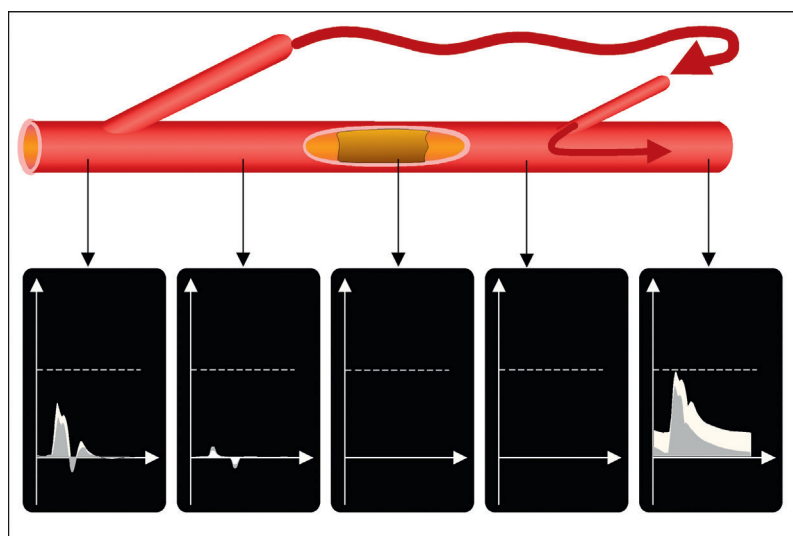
Tableau d'occlusion artérielle totale avec circulation collatérale efficace. Absence de signal Doppler au niveau de l'obstacle, mais réapparition d'un signal relativement bien modulé en aval, après l'arrivée des collatérales. En amont, les signes indirects sont moins marqués dès lors que l'enregistrement est effectué avant le départ des branches collatérales impliquées dans la suppléance.
